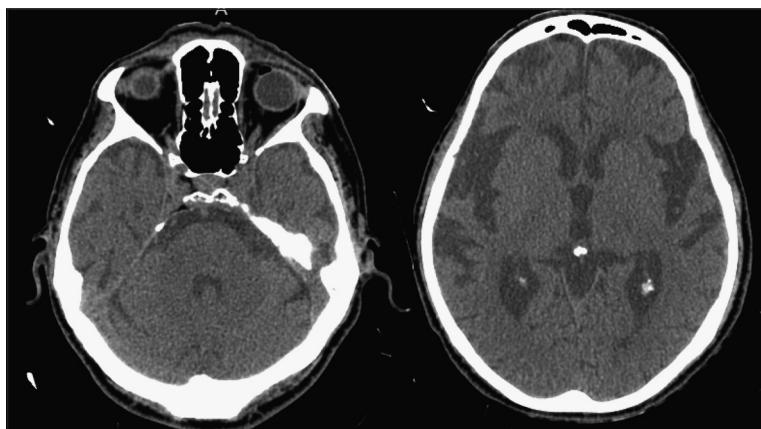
TAC cerebral sin contraste: Moderados signos involutivos de parénquima encefálico principalmente bi-frontal.
